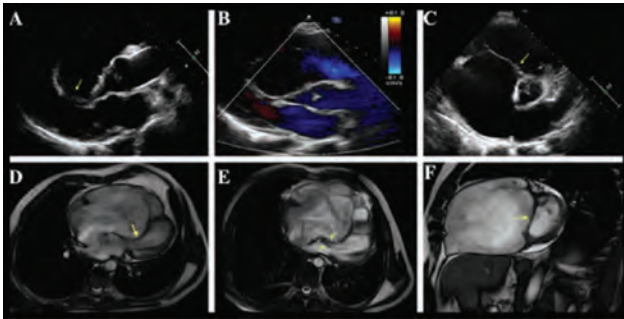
(A) Transthoracic echocardiography parasternal long-axis view showed that interventricular septum was significantly deformed, resulting in abnormal motion of the basal septum toward the left ventricular outflow tract during diastole. (B) Transthoracic echocardiography parasternal long-axis view showed that there was no turbulent flow at left ventricular outflow tract. (C) Transthoracic echocardiography parasternal short-axis view showed that tricuspid septal leaflet annular attachment (arrow) displaced toward to apex and right ventricular outflow tract. (D) Axial sections of T2-weighted magnetic resonance image showed that paradoxical septal motion (arrow) toward the left ventricular outflow tract. (E) Axial sections of T2-weighted magnetic resonance image showed interventricular septum (arrow) contacts mitral anterior leaflet (arrow) due to paradoxical movement. (F) Coronal sections of T2-weighted magnetic resonance image showed impaired left ventricular diastolic filling (arrow).
